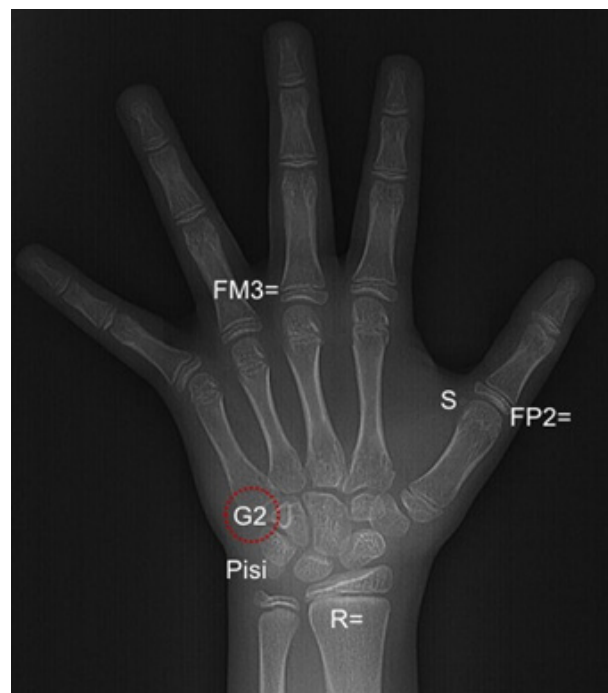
Radiografía de mano y muñeca de paciente sexo femenino con 8 años de edad quien presenta el evento de osificación G2 (estadio 2 del hueso ganchoso), lo que indica que el paciente está en el pico de crecimiento puberal de acuerdo al método de Grave & Brown²⁰ (1976).
